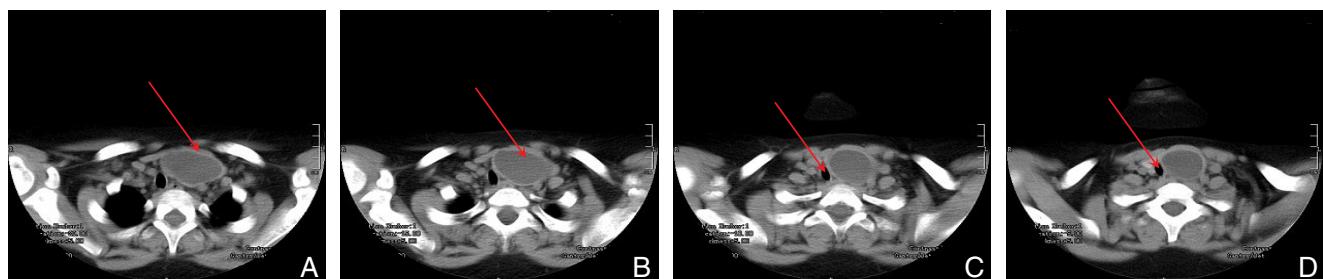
术前患者甲状腺CT影像(囊性肿块大小约 $4.7\text{ cm} \times 3.1\text{ cm}$ ,气管明显受压变窄,右侧甲状腺形状、大小、密度未见异常变化,考虑为甲状腺囊肿) A:箭头示囊肿厚壁;B:箭头示低密度囊内容物;C-D:箭头示囊肿压迫气管右偏
